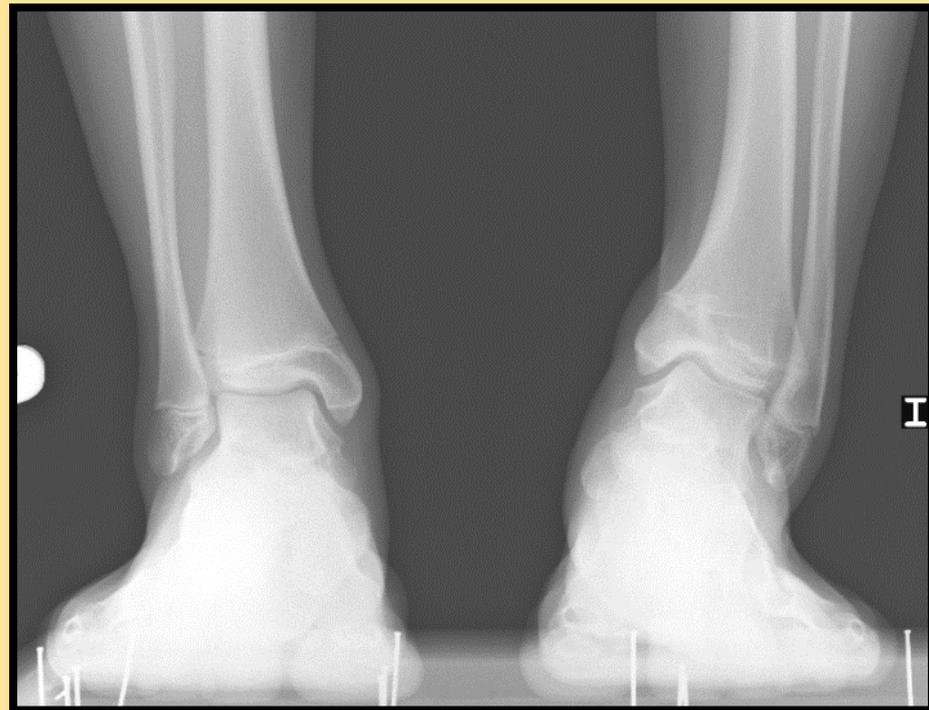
Radiografía AP en carga de los tobillos del caso 2 preoperatoria. Ángulo tibioastragalino 27°.
